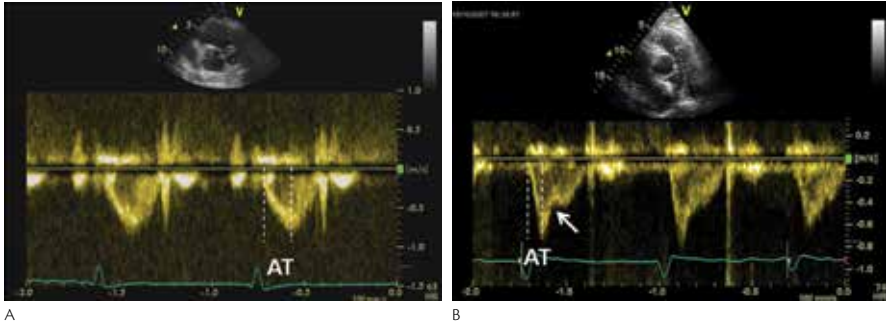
Right ventricular outflow tract flow pattern Doppler tracings in a normal subject (A) and in a patient with pulmonary hypertension (B). The triangular shape with rapid acceleration and mid-systolic cessation of flow (notching, arrow) are suggestive of severe pulmonary hypertension. AT, acceleration time.
